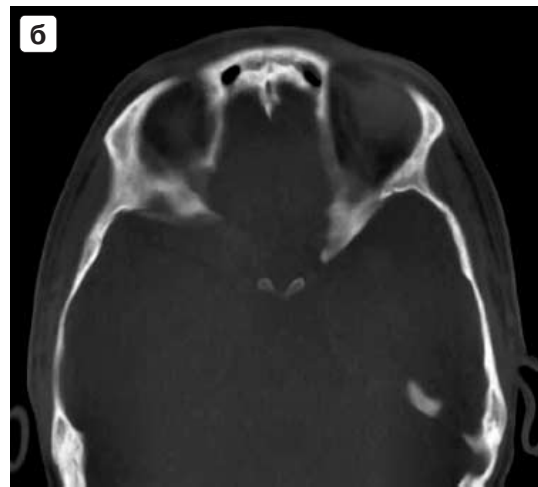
Больной М., 17 лет. КТ придаточных пазух носа. а – гипоплазия основной пазухи и воздухоносных клеток сосцевидных отростков. Неравномерное утолщение слизистой клеток решетчатого лабиринта и основной пазухи. б – гипоплазия лобных пазух.
